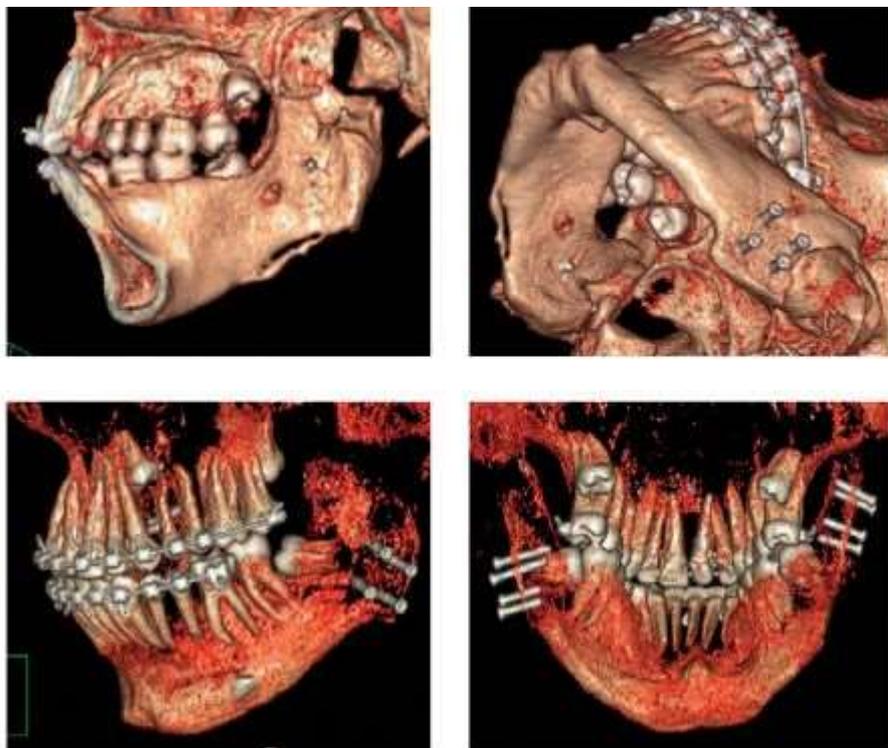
Компьютерная томография с 3D-моделированием после лечения анкилоза височно-нижнечелюстного сустава
